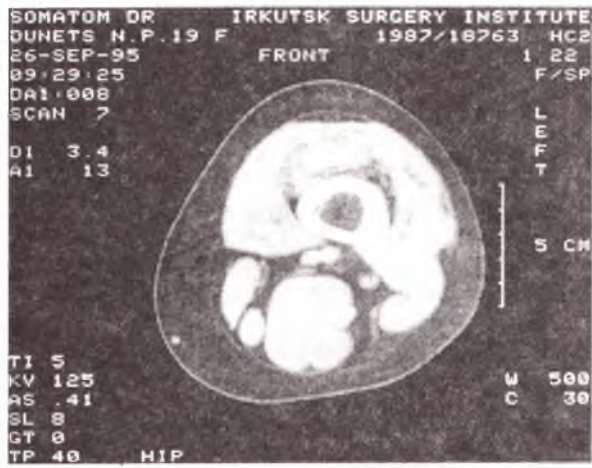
Томограмма левого бедра б-ой Д. до операции (уровень 7).
